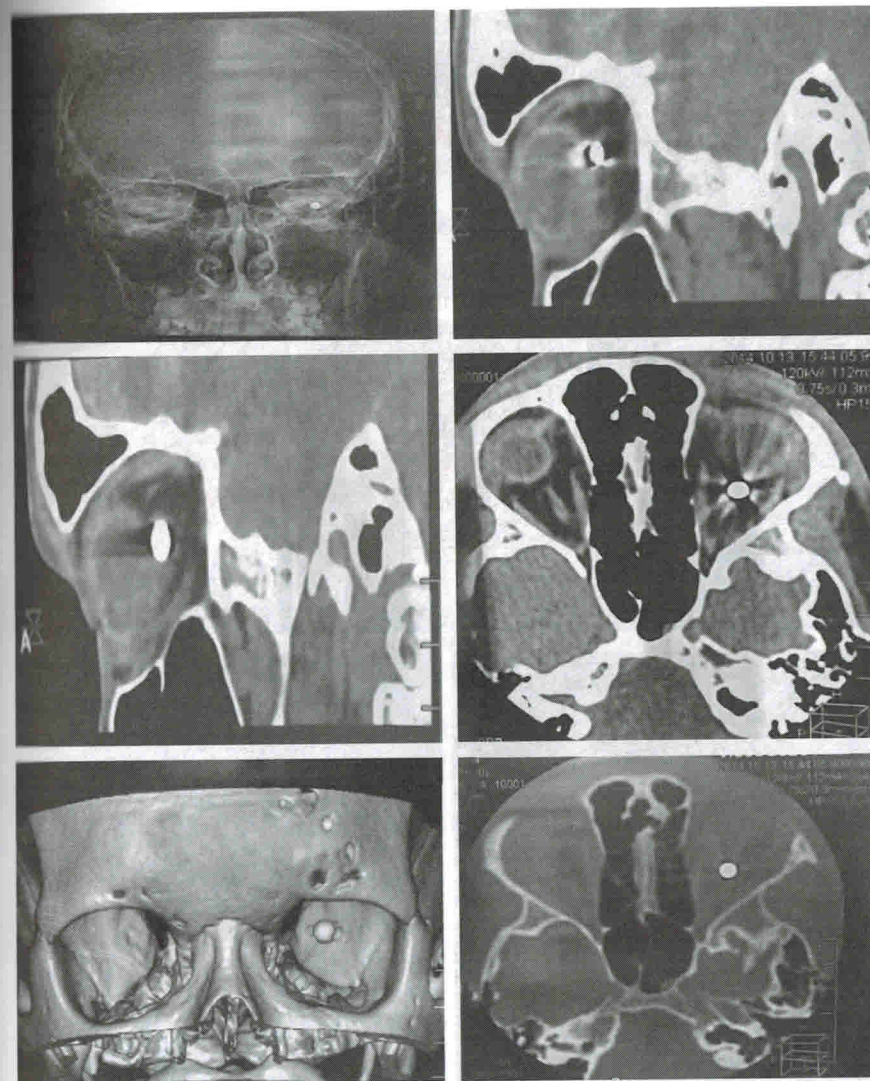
Компьютерная томография левой орбиты: металлическое инородное тело (пуля диаметром около 5 мм) в проекции зрительного нерва. Костные стенки орбиты интактны
